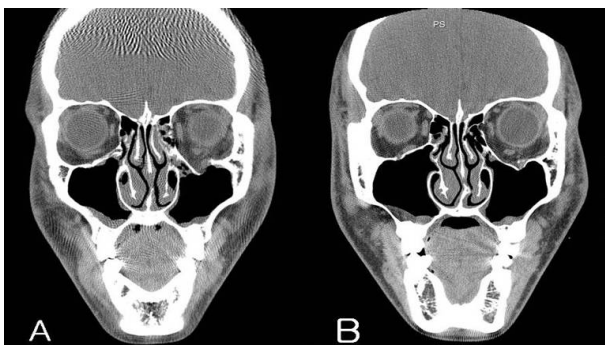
Orbital CT scanning : before (A) and after operation (B).
